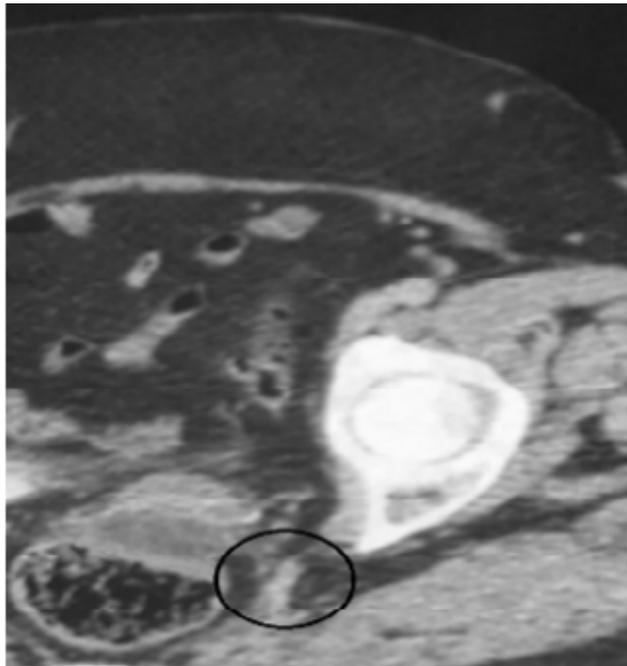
TDM pelvienne avec localisation lombo-ovarien
